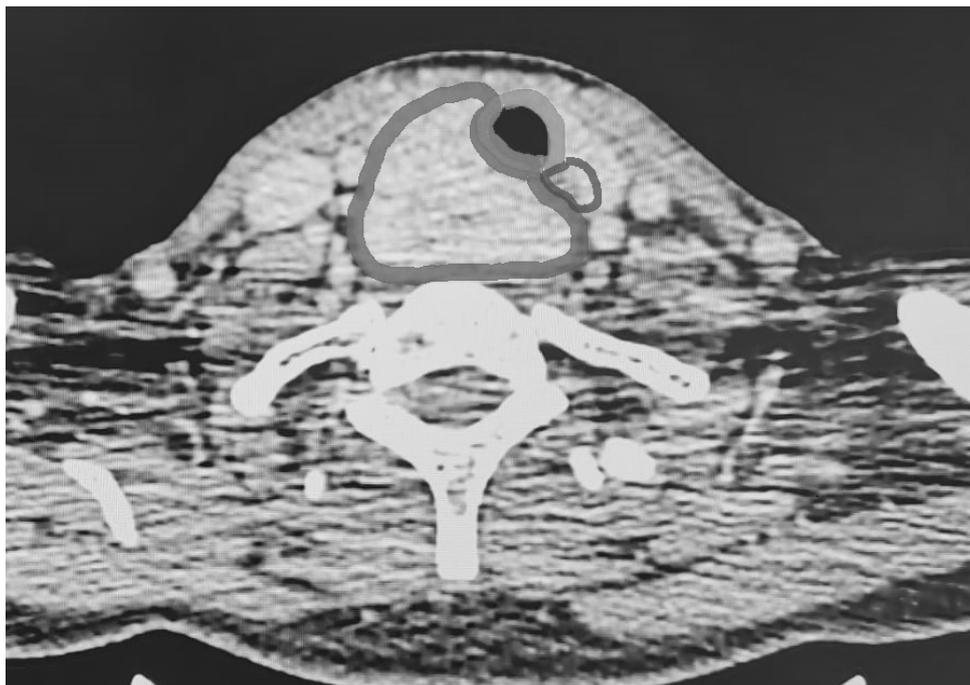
МСКТ органов шеи (горизонтальный срез), красным цветом указан узел правой доли, синим — пищевод, зеленым — трахея
